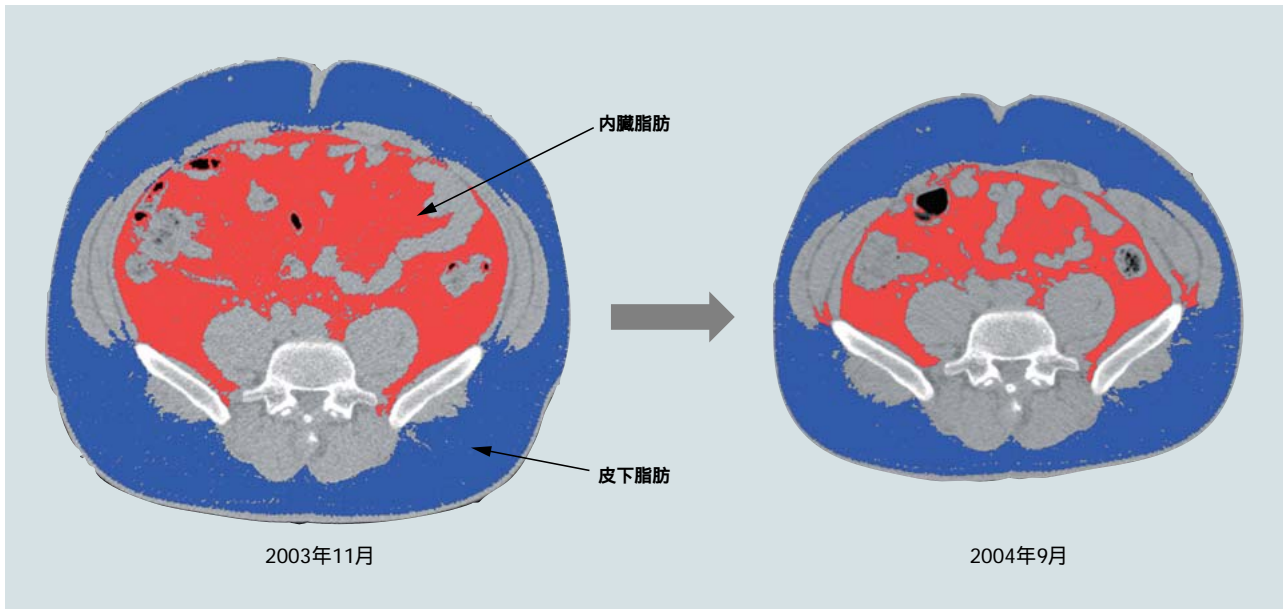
1年間のダイエットの成果:腹囲(へそ回り)の位置での内臓脂肪CT画像
